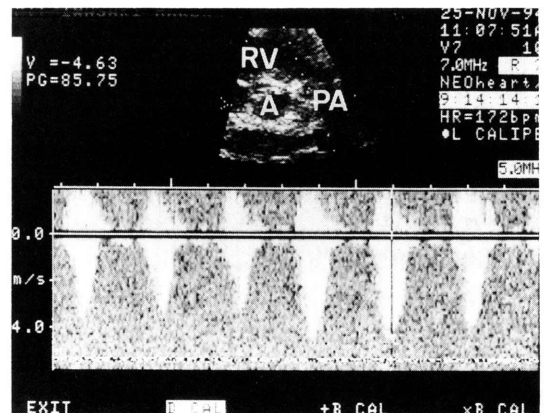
ドップラー心エコー所見. 肺動脈弁の肥厚, ドーム形成があり, 主肺動脈にて4.63m/secの加速を認め, 圧較差85mmHgの肺動脈弁狭窄と診断した.
